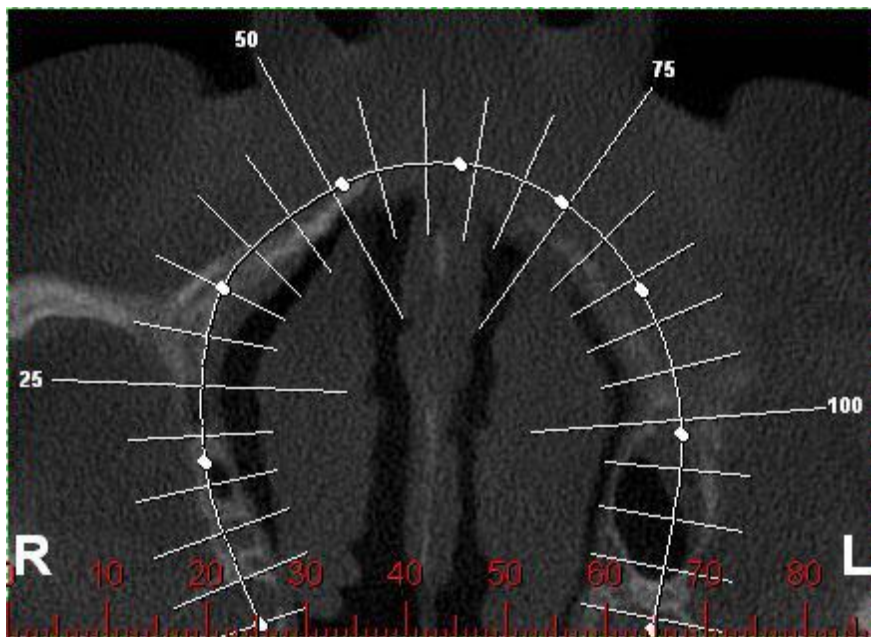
Imagem da área as quais sera realizados os cortes pela tomografia
